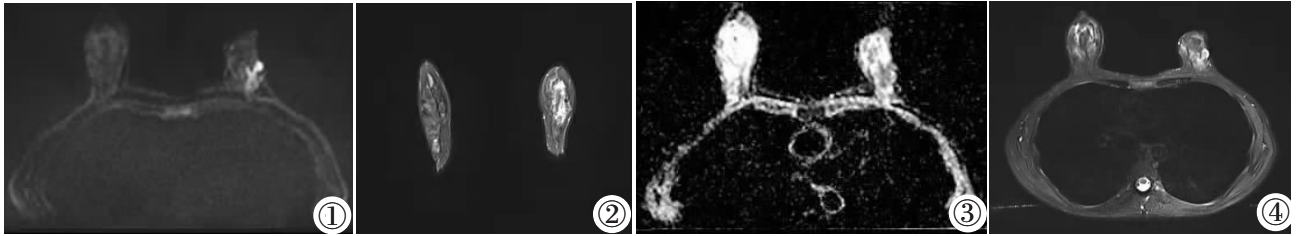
~4 乳腺轴位(图 1)及冠状位(图 2)FS-T<sub>2</sub>WI 示病变呈不规则高信号,边界尚清,最大径 2.2 cm。乳腺轴位(图 3)DWI 呈高信号。乳腺轴位(图 4)ADC 图示病变为稍低信号。
